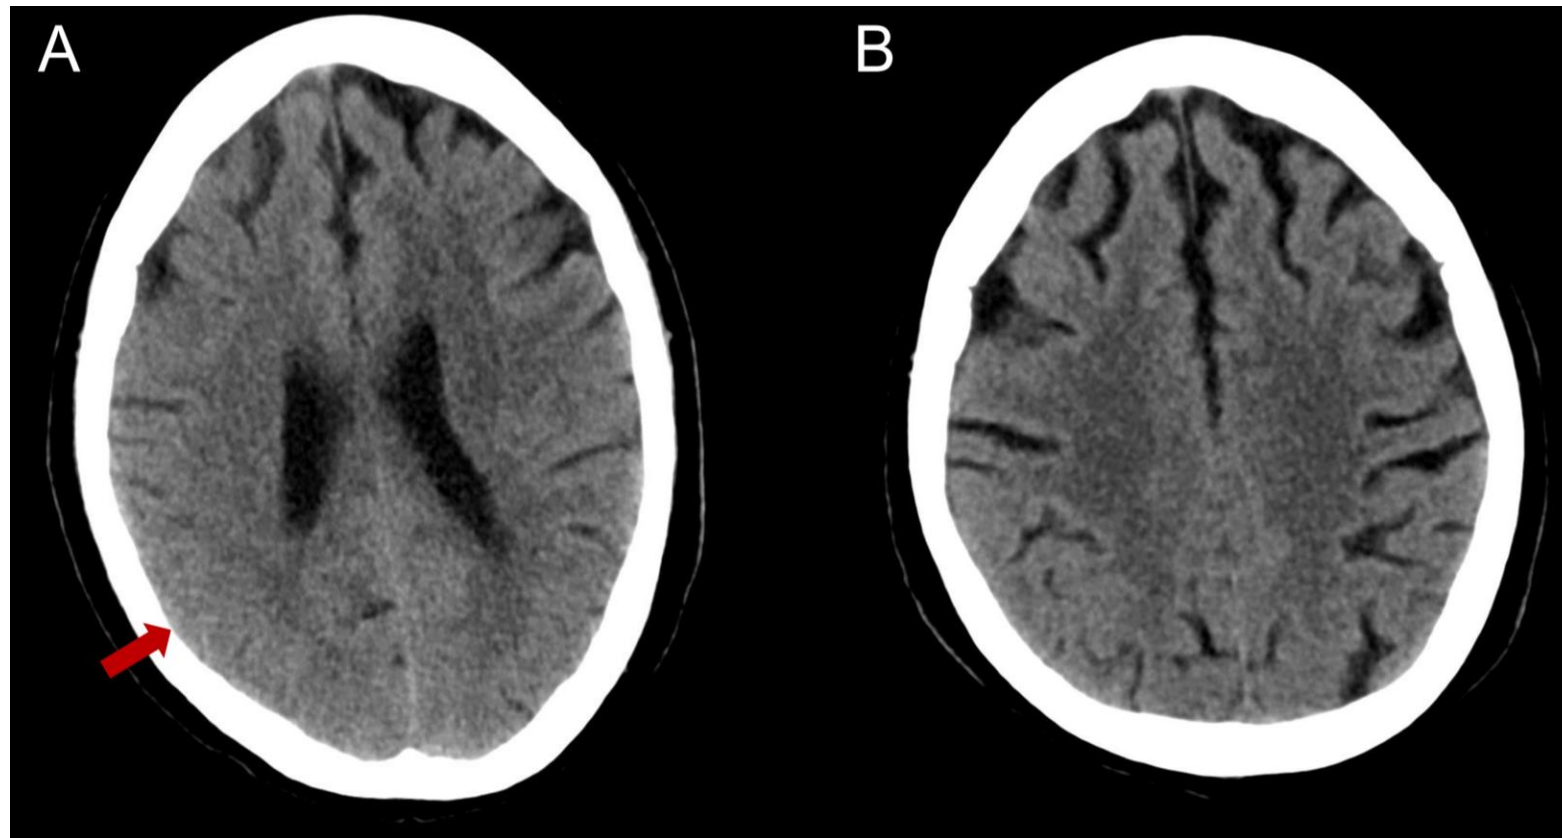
El paciente desarrolla hemiplejía izquierda transitoria horas después de la embolización. (A) La TC inicial sin contraste muestra borramiento de los surcos parietales derechos (flecha). (B) TC de control 12 días después sin alteraciones.
